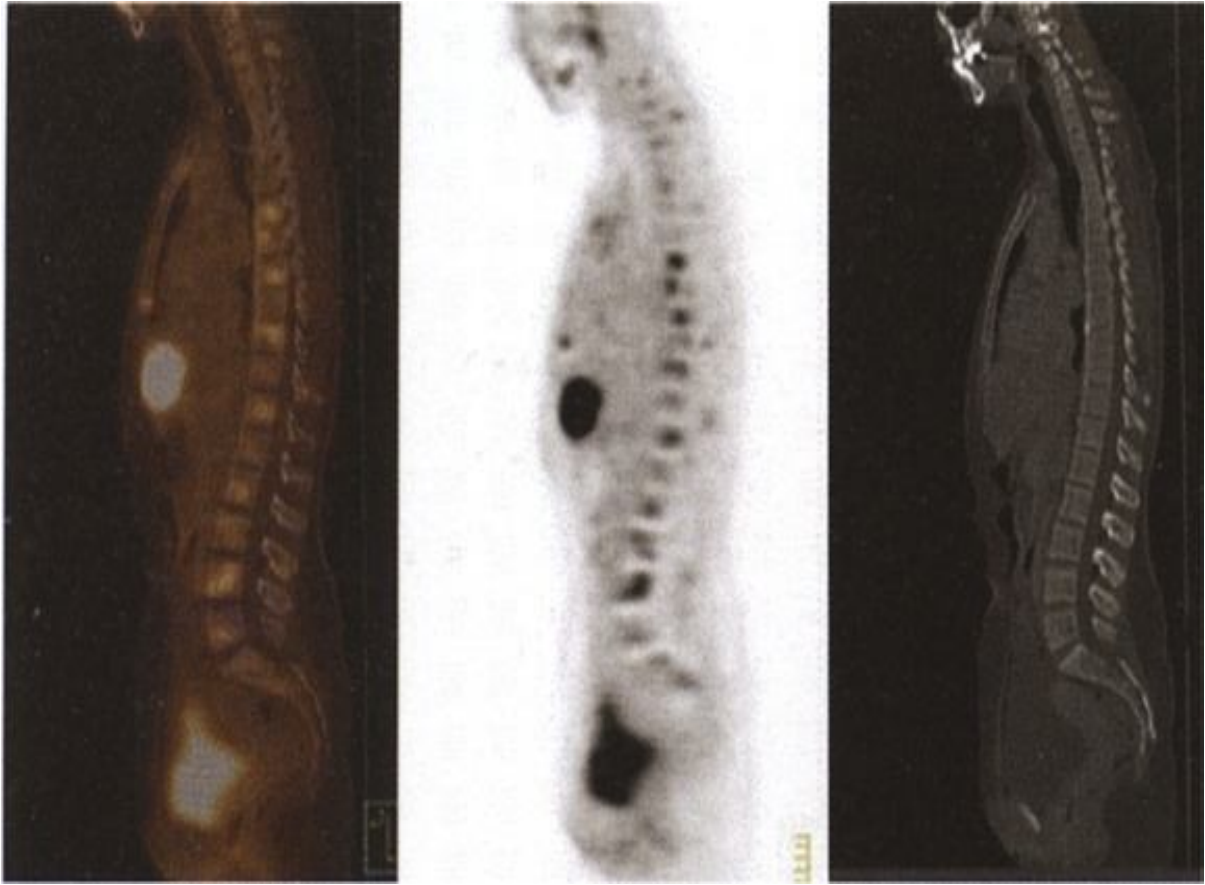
L'examen TEP-CT montre une grosse métastase hépatique avec métastase sternale et de la colonne vertébrale ; la chirurgie est refusée et la chimiothérapie est prescrite.
